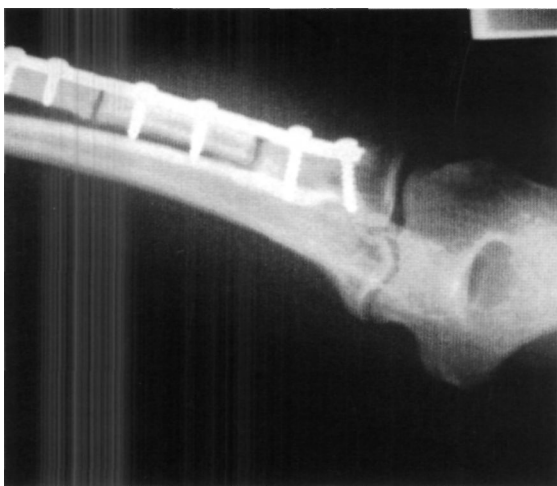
Radiografía postoperatorio inmediato
